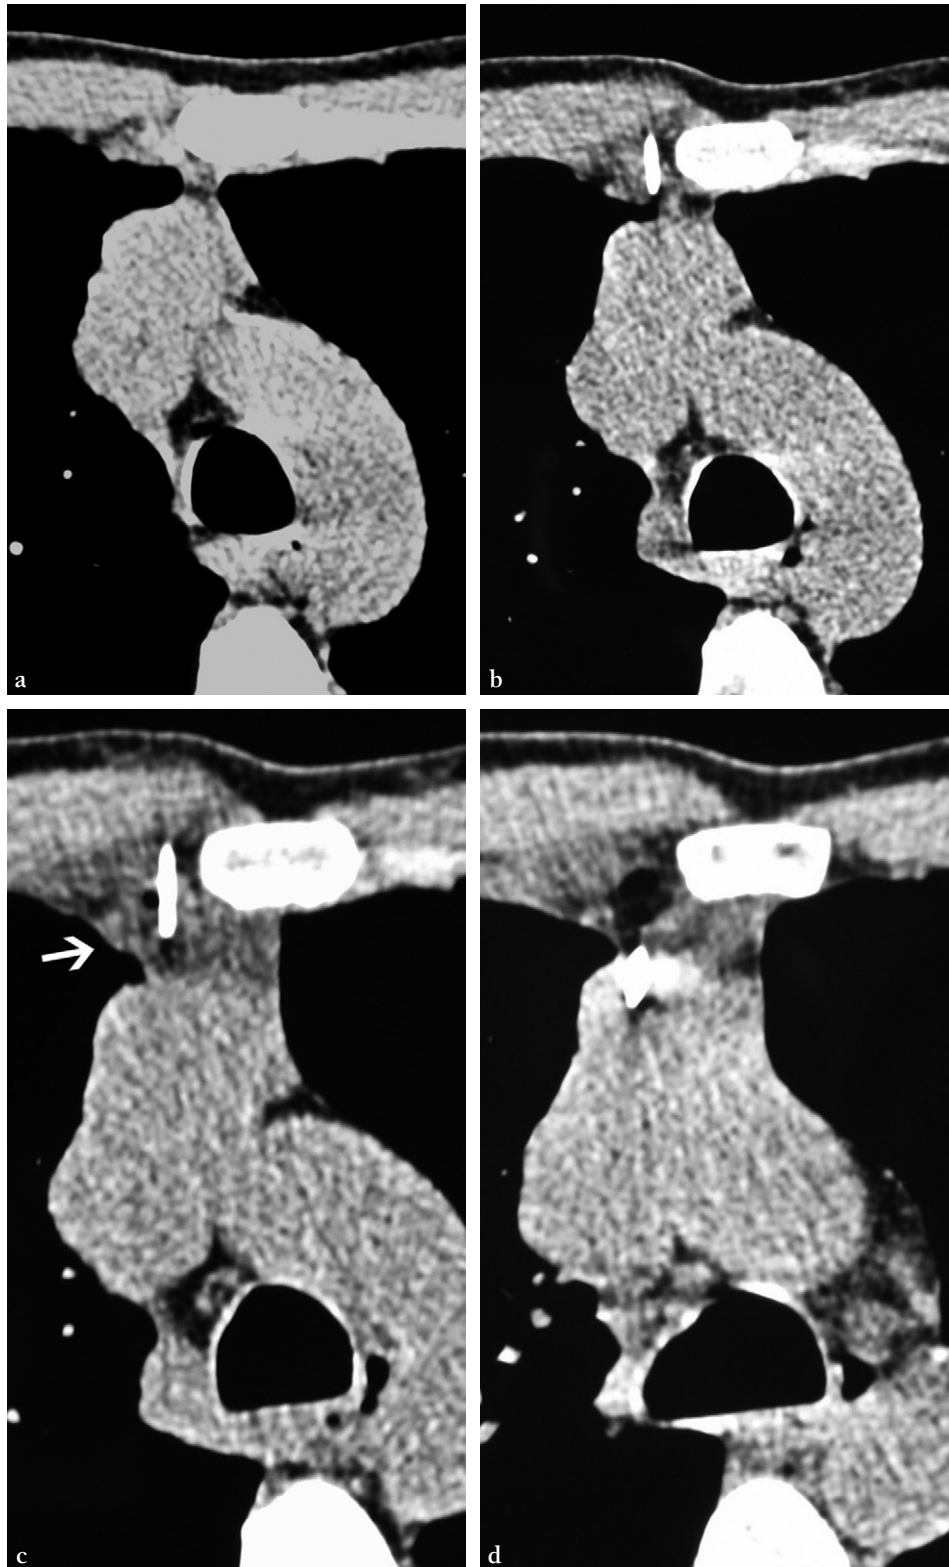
Biopsie d'une lésion du médiastin antérieur par abord parasternal droit.
